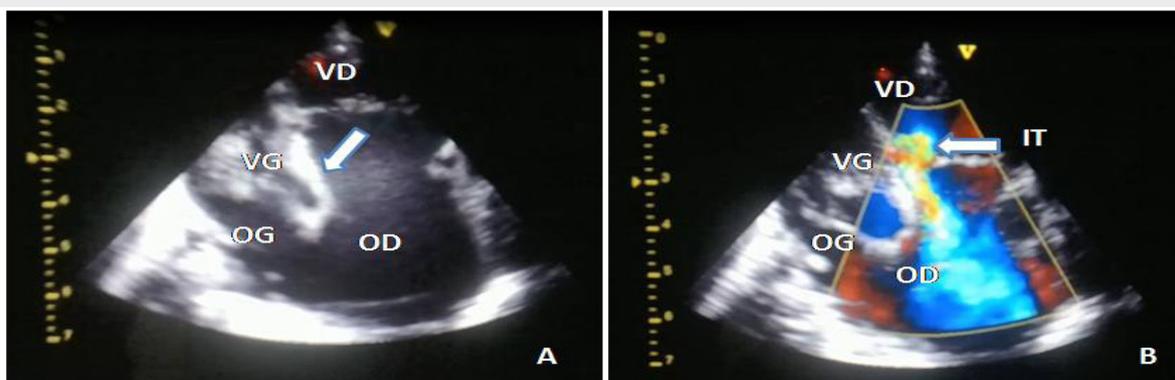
Echocardiographie, coupe apicale 4 cavités, montrant une maladie d'Ebstein (décalage mitro-tricuspidé, A (flèche blanche)) avec insuffisance tricuspide (IT) sévère (B).
